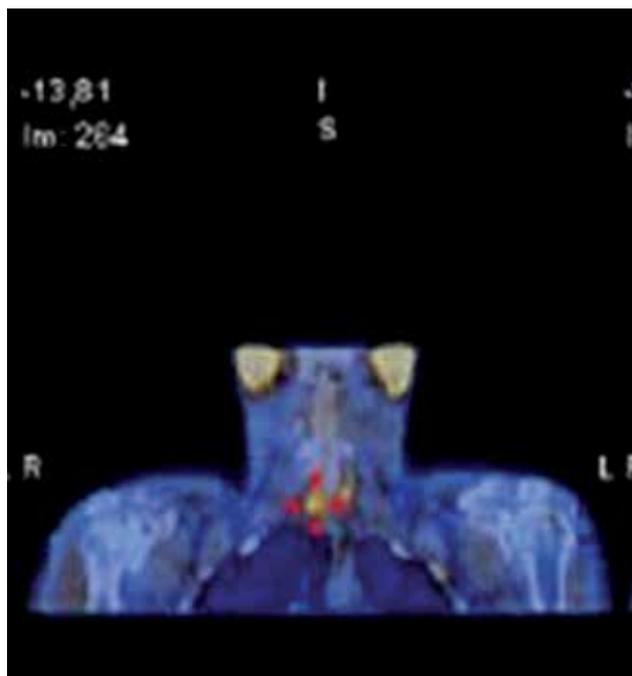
MIBI/SPECT-Darstellung eines der drei nachweisbaren Nebenschilddrüsenadenome
